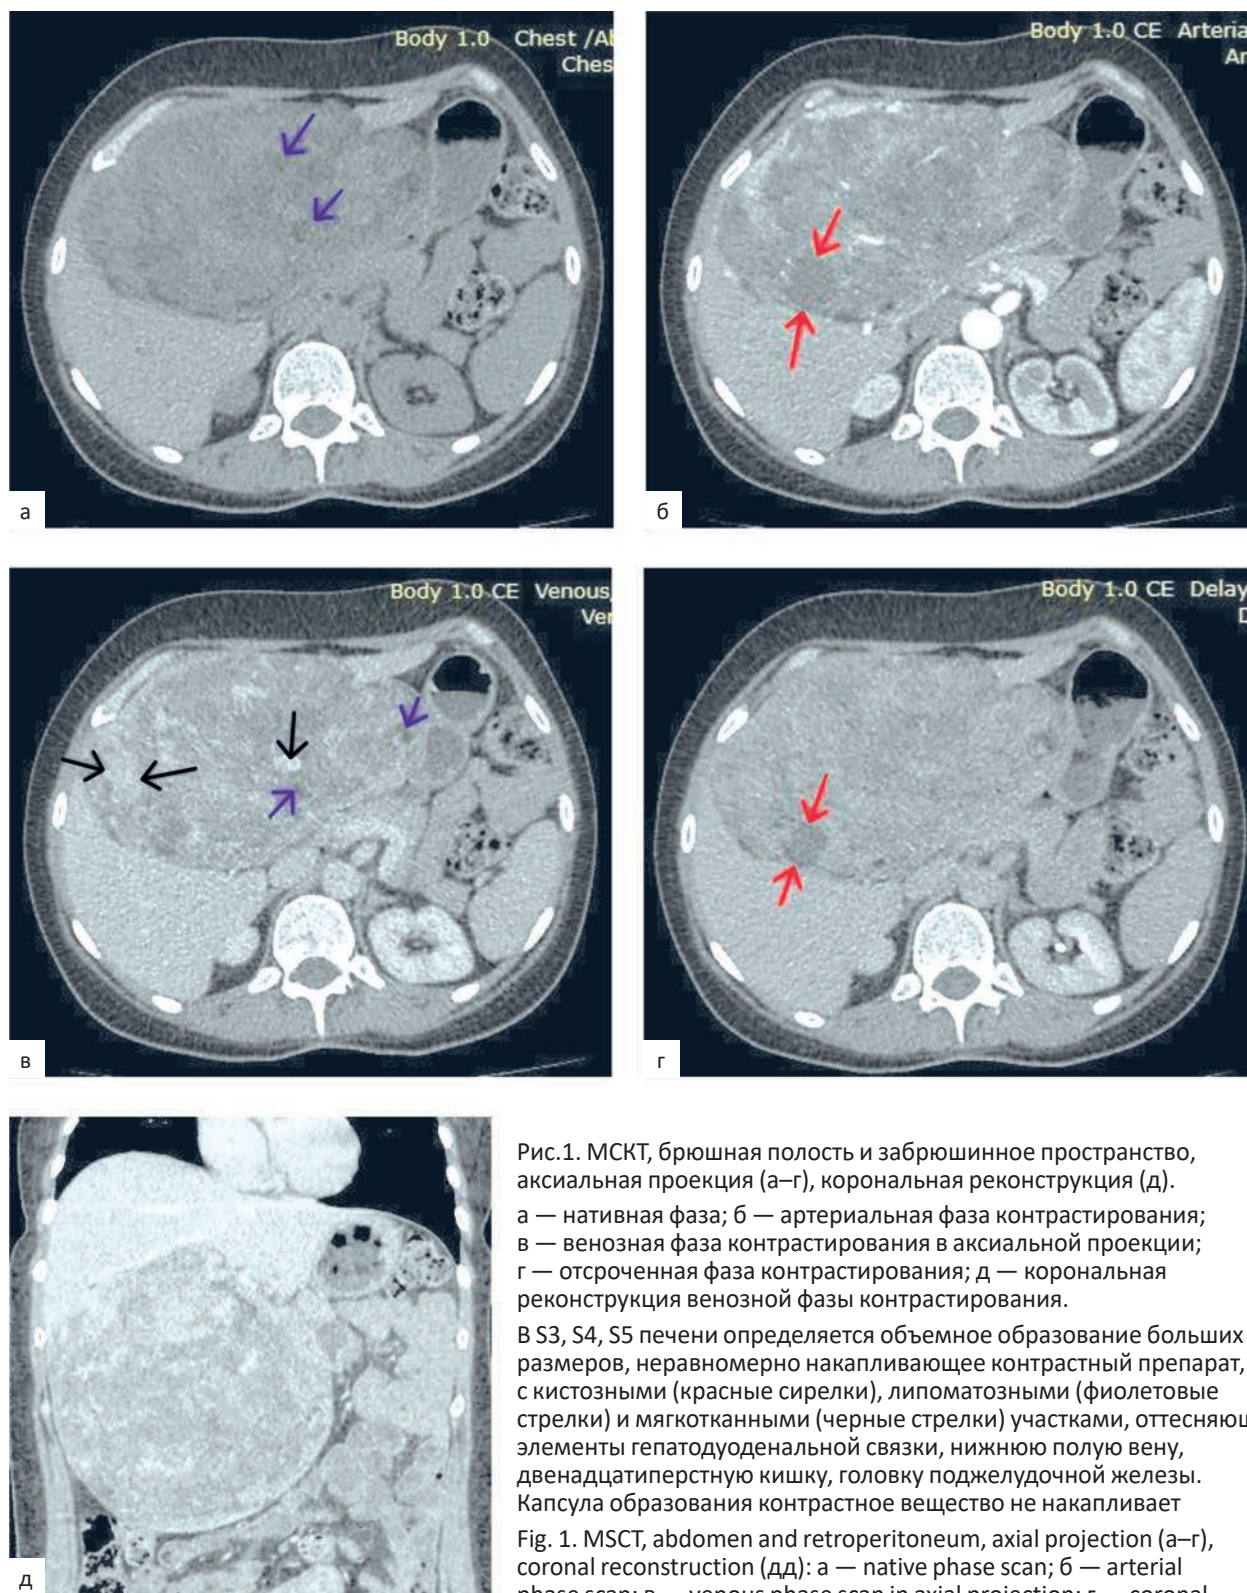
МСКТ, брюшная полость и забрюшинное пространство, аксиальная проекция (а–г), корональная реконструкция (д).
